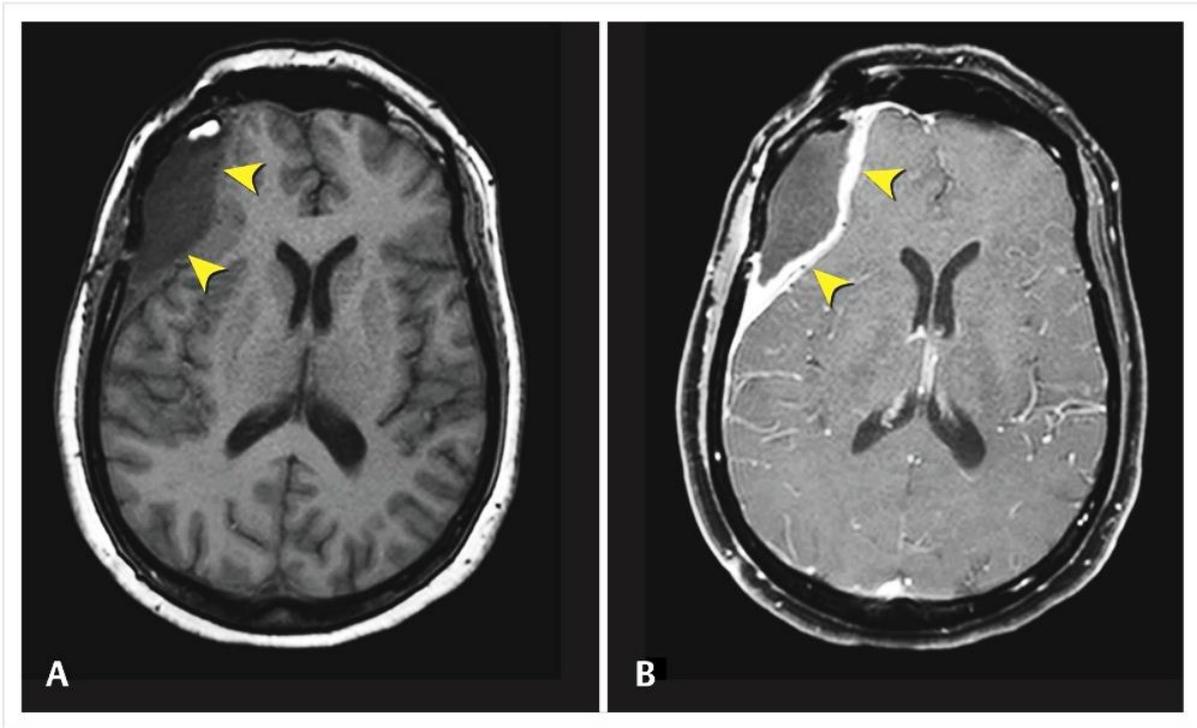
Subdural empyema (arrowheads). Axial T1 MRI. A: without contrast. B: with contrast.
